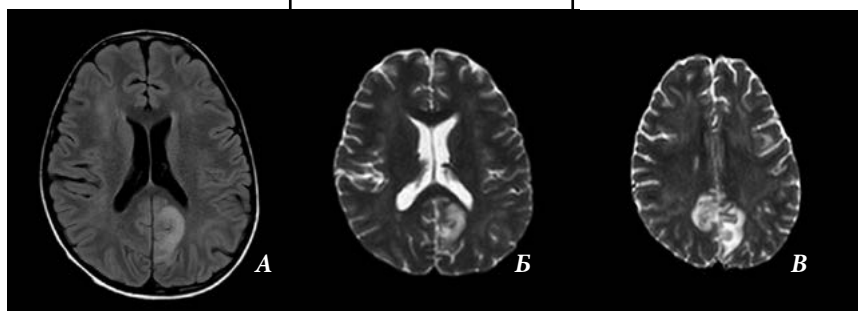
Пациент 8 лет с острым лимфобластным лейкозом. Острый гемиклонический судорожный приступ. Задняя обратимая энцефалопатия (PRES синдром). А — DWI, Б — FLAIR, В — DWI
